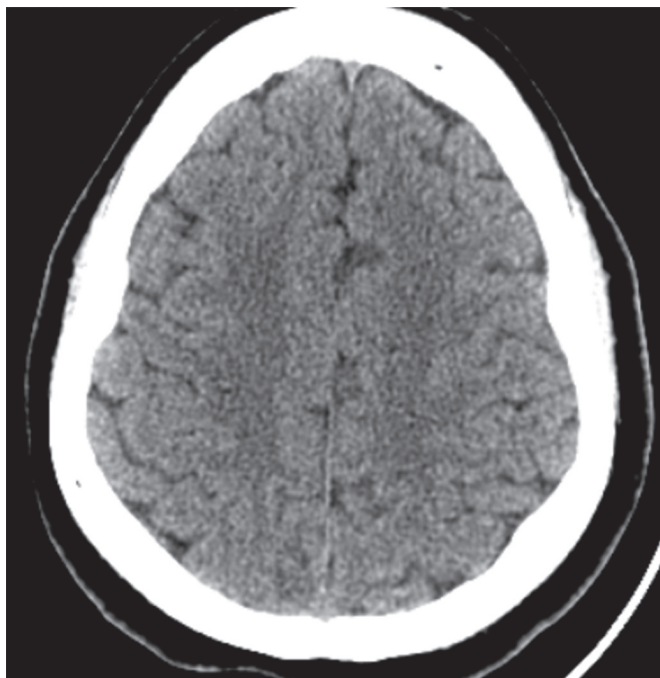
TC de cráneo fase simple, 24 horas de padecimiento actual. Se reporta con características normales.
